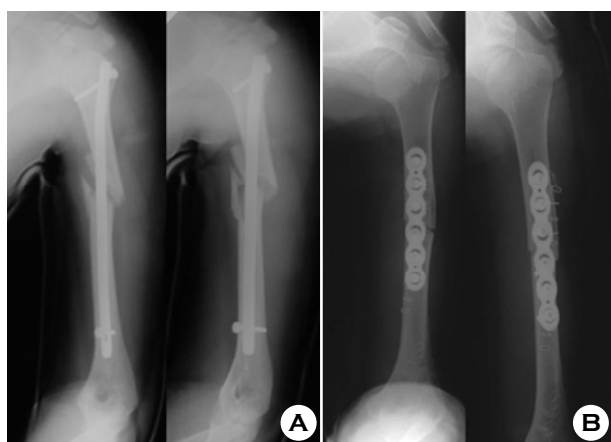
(A) Postoperative radiographs of humeral shaft fracture by IM nailing
